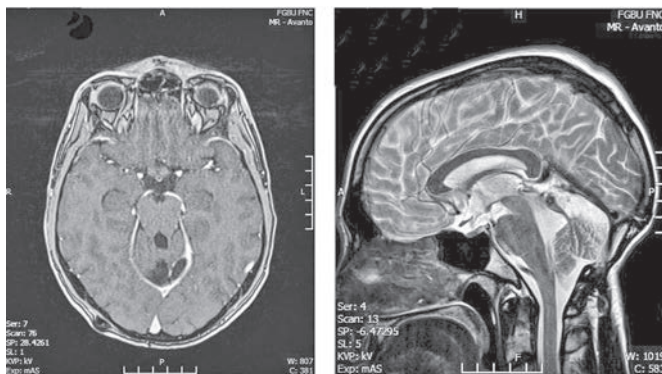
МРТ головного мозга с контрастным усилением (аксиальная проекция) и T2-взвешенное изображение (сагиттальная проекция) через 10 мес после микрохирургического удаления туберкулемы pineal'ной области.
